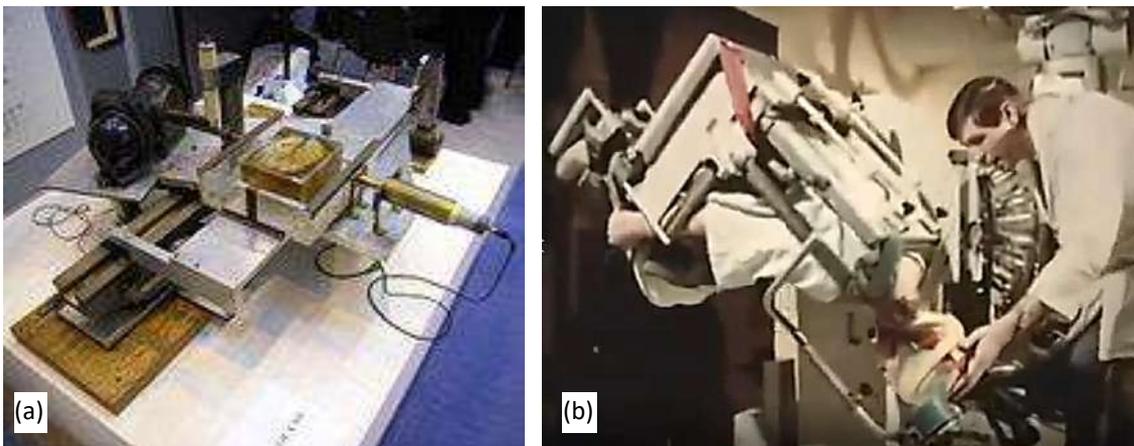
(a) Foto do primeiro tomógrafo computadorizado, desenvolvido em 1972, adquirindo imagem de um cérebro humano. (b) Testes envolvendo tomografia computadorizada sendo realizados em uma pessoa viva, utilizando um equipamento de raio X convencional. Note, que nesse experimento, ao invés do tubo girar em torno do paciente, o paciente é girado.
